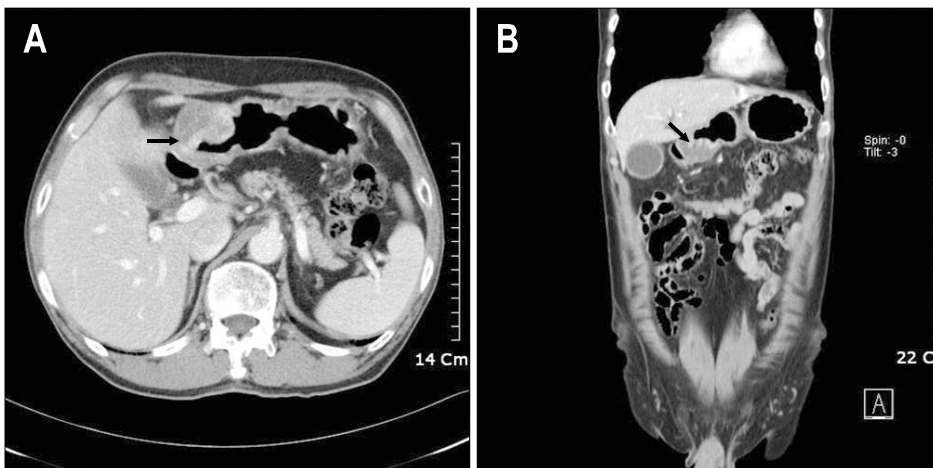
Abdominal CT findings. They showed well enhanced mass lesion (arrow) with inhomogenous nature in the greater curvature of the gastric lower body to antrum.
